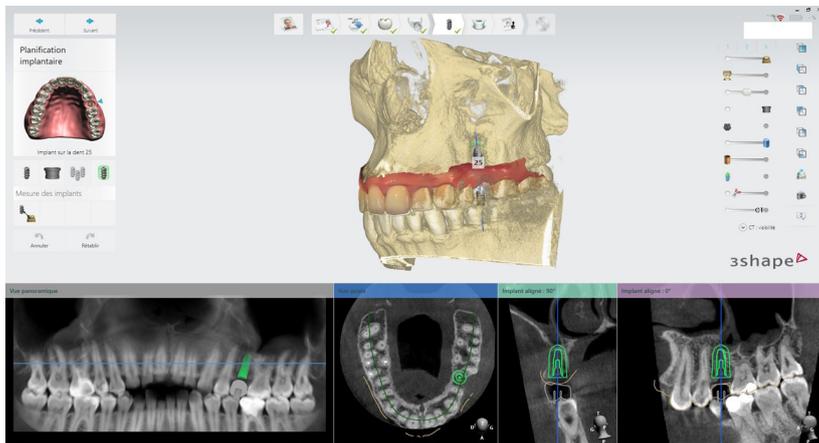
Planification implantaire à partir du design prothétique et des éléments anatomiques radiographiques
